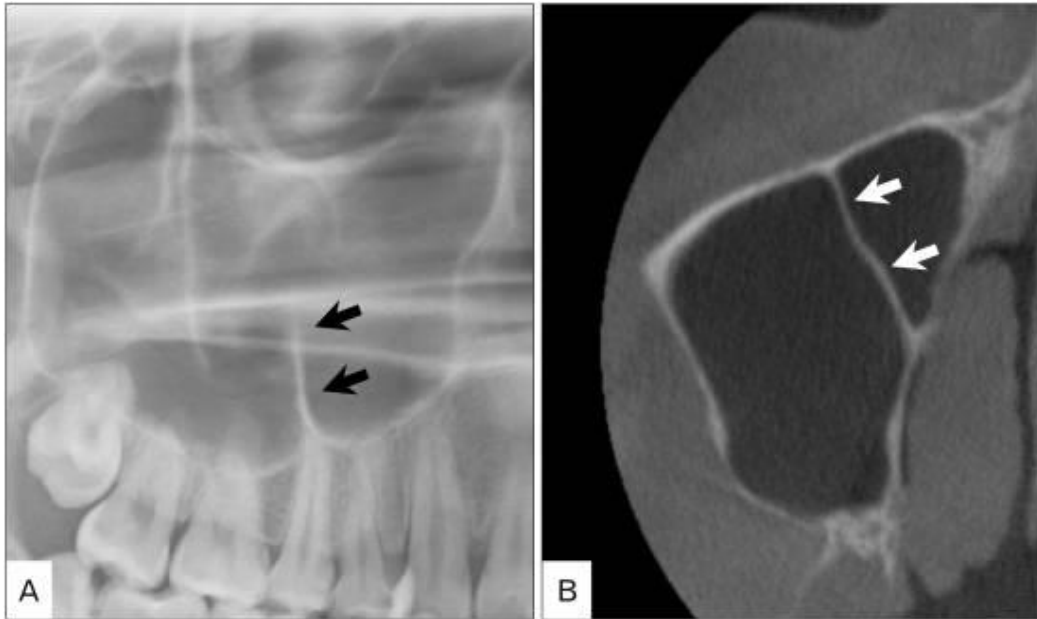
Septum du sinus maxillaire (flèches) vu sur une radiographie panoramique (A) et sur cliché tomodensitométrique (B) [12]
